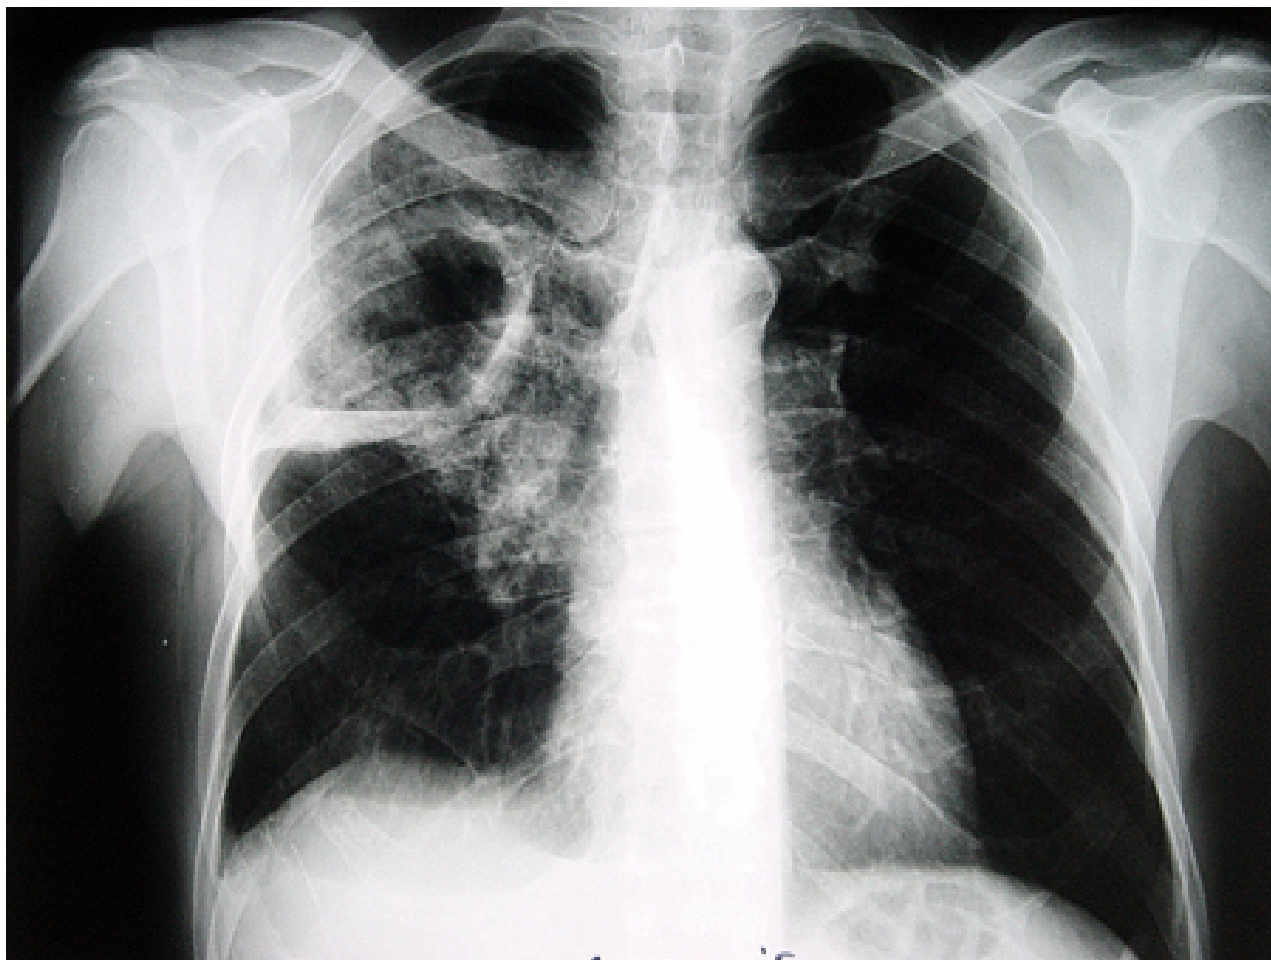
Radiografia torácica mostrando uma lesão de cavitação semelhante a um abscesso, decorrente de tuberculose
